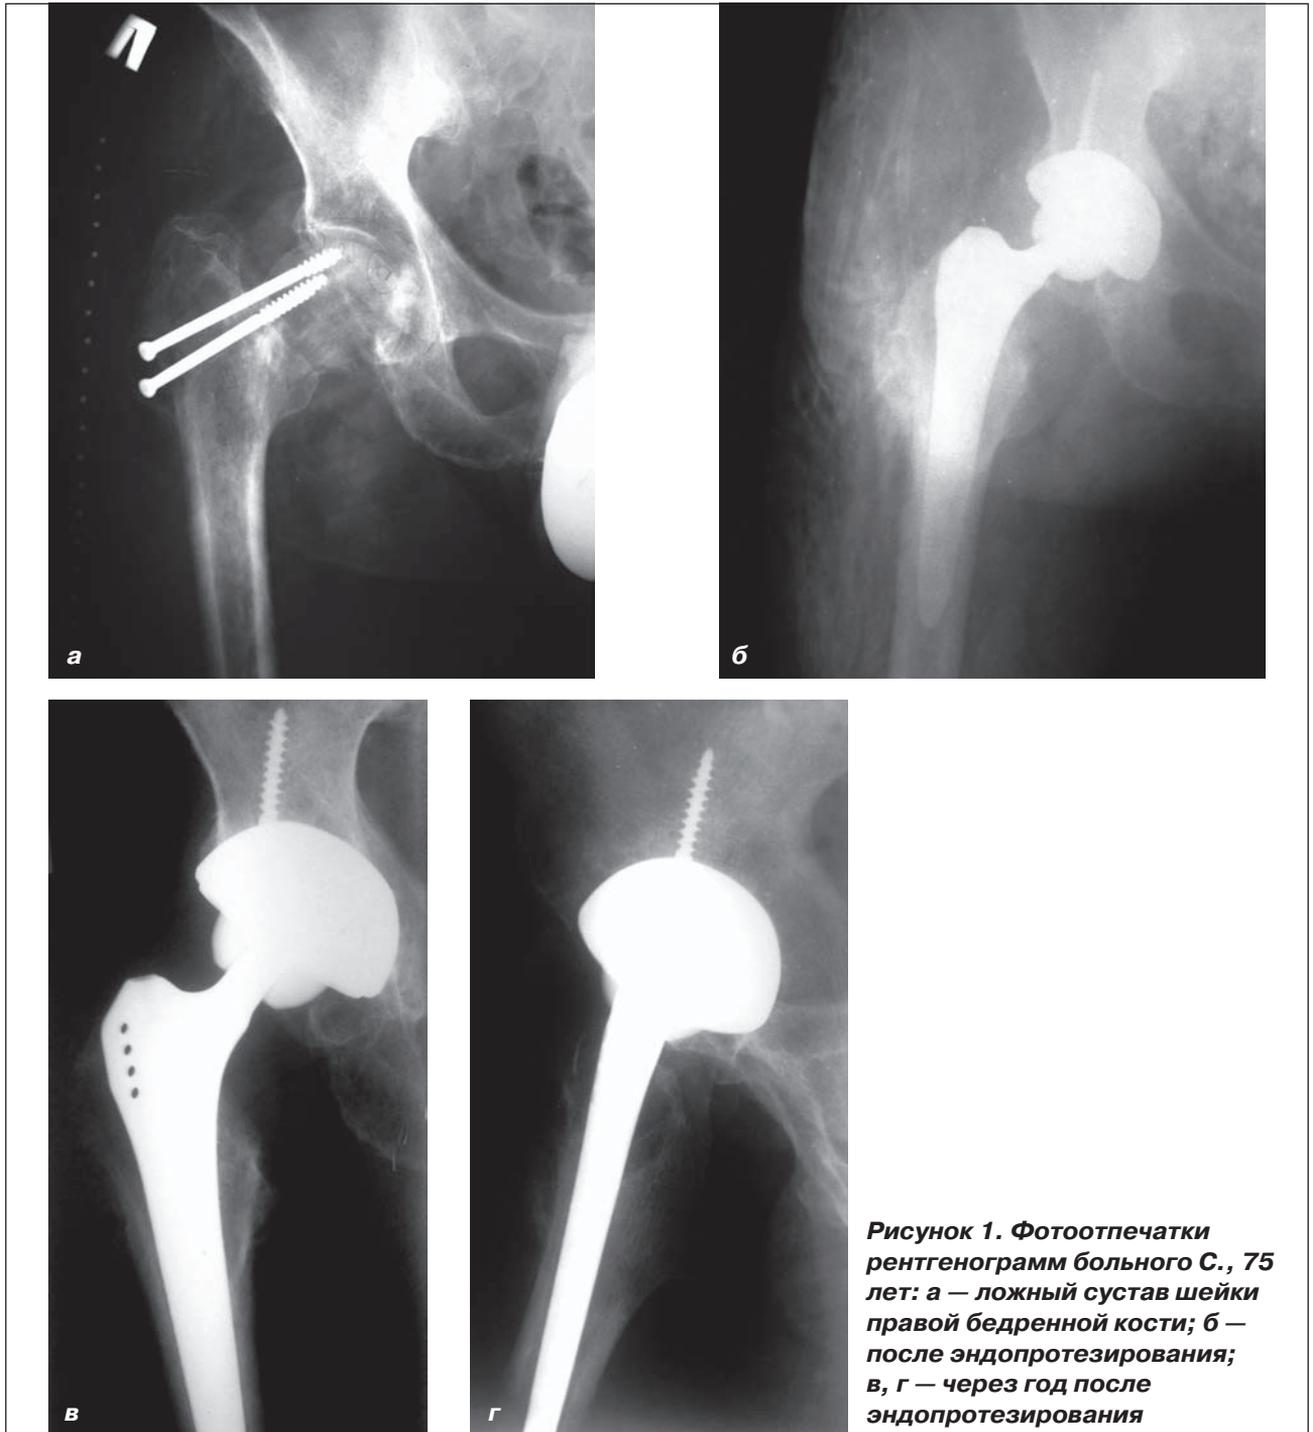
Фотоотпечатки рентгенограмм больного С., 75 лет: а — ложный сустав шейки правой бедренной кости; б — после эндопротезирования; в, г — через год после эндопротезирования
